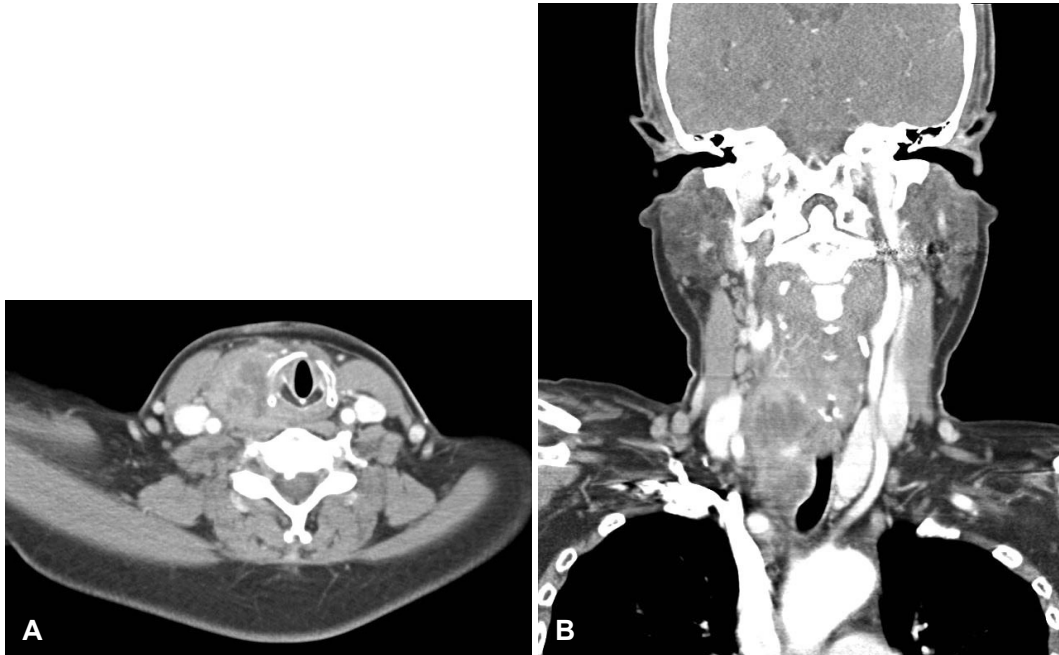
Preoperative neck CT images of patient revealed 3.5 cm low attenuated mass compressing airway in the right thyroid gland. A: Axial image. B: Coronal image.
